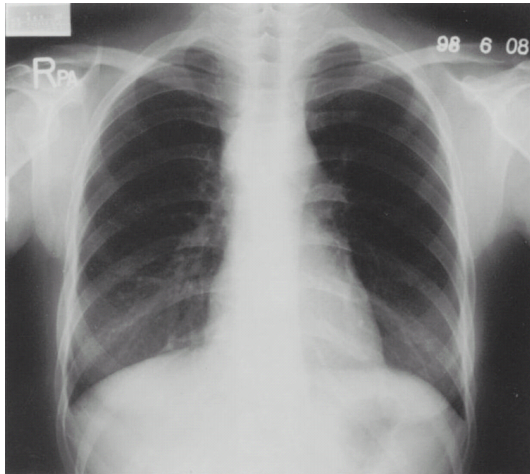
Simple chest radiography of the patient. There are no abnormal findings in the lung and bony thorax.
